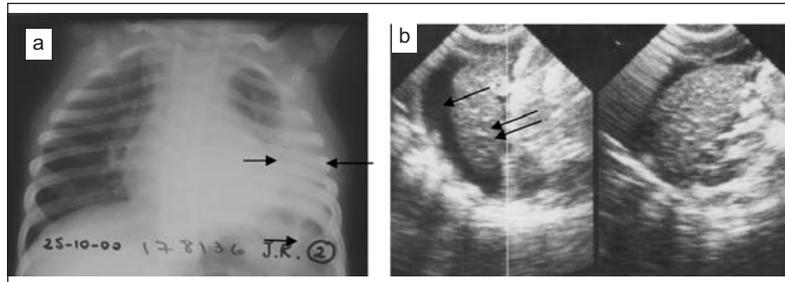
a) Radiografía de un paciente de menos de 10 kg de peso, con un derrame mayor de 5 mm de espesor a nivel del quinto espacio intercostal. b) Ecografía muestra derrame pleural (flecha) libre de ecos (anecoico) y hepatización pulmonar por neumonía (flecha doble) subyacente al derrame.
